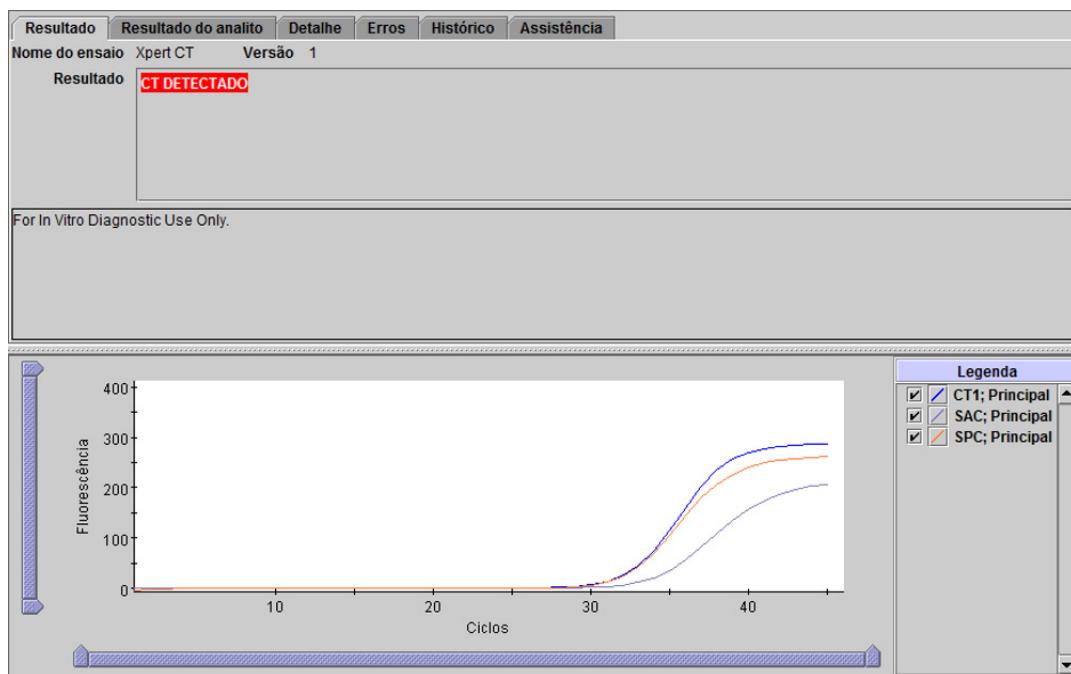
Xpert CT - CT detectado
